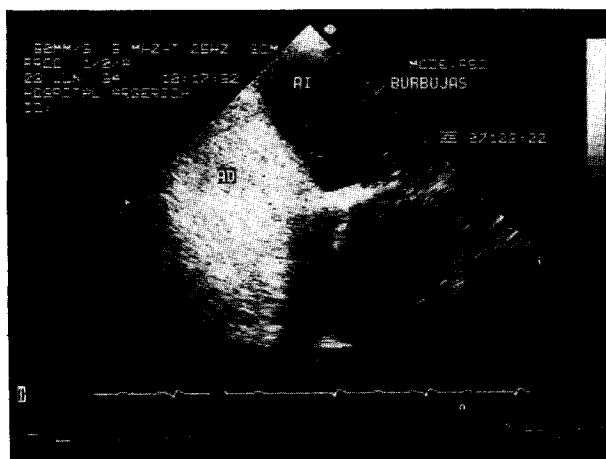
Ecocardiograma transesofágico con contraste que muestra la opacificación auricular derecha con burbujas y el pasaje de las mismas hacia la aurícula izquierda, indicando la existencia del cortocircuito interauricular.
